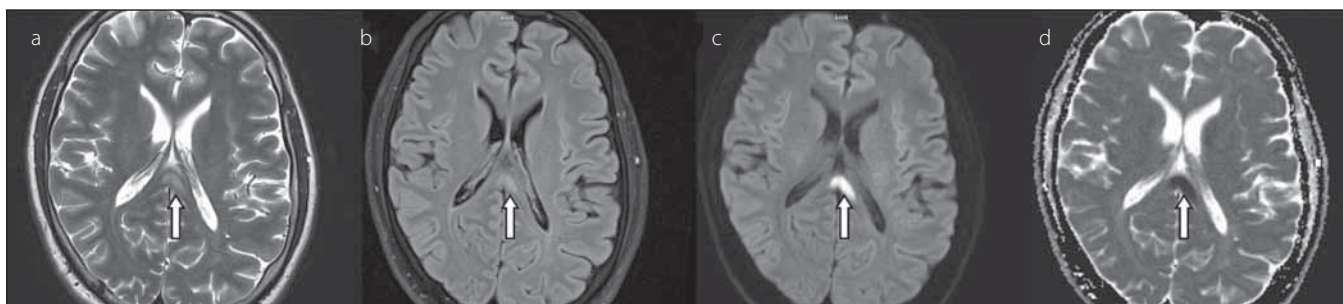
66letá žena s generalizovaným karcinomem prsu. Šipkou je označeno asymetricky vpravo uložené hyperintenzní ložisko ve splenium corporis callosi v T2-váženém zobrazení (a), FLAIR (b), difuzí vážených obrazech (c), hypointenzní na mapách ADC (d), hodnota ADC léze $0,423 \times 10^{-3} \text{ mm}^2/\text{s}$.
